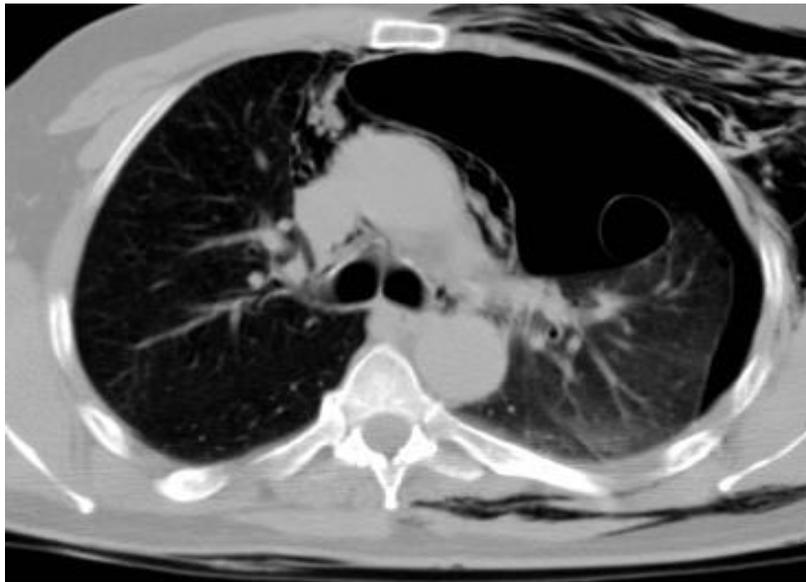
Tomografía axial computarizada en la que se evidencia neumotórax izquierdo en uno de nuestros pacientes.
